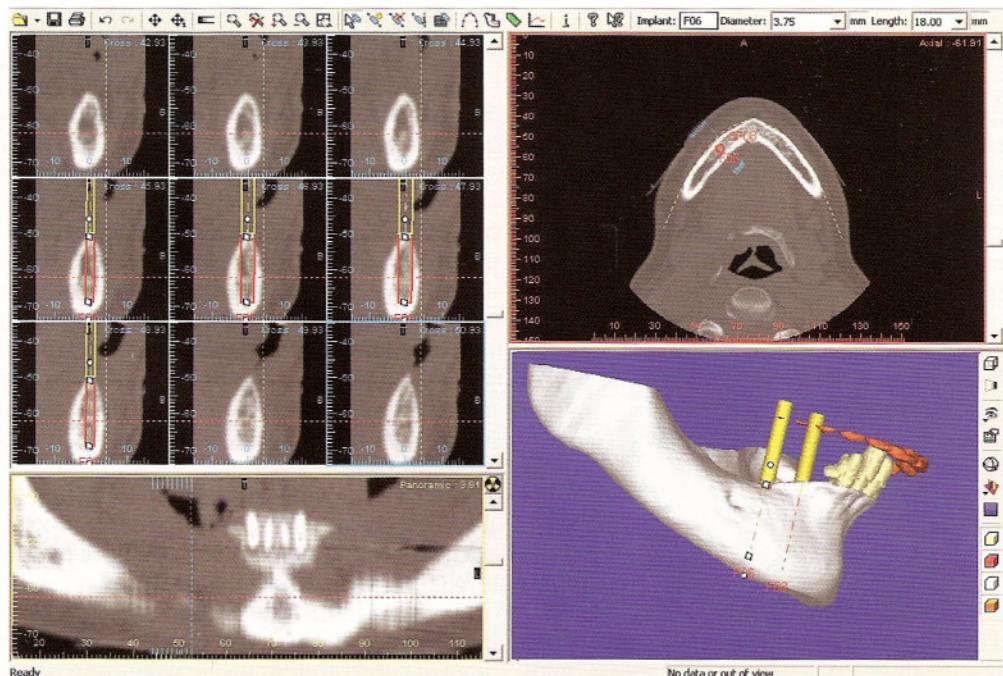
Данные КТ дают информацию об объеме челюсти в области возможной имплантации. Намеченное расположение зубной дуги поможет оценить приемлемость зон для имплантации.
